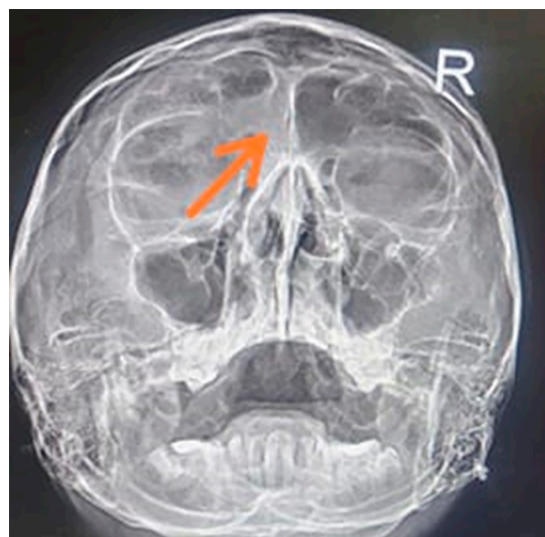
Рентген придаточных пазух носа в прямой проекции
